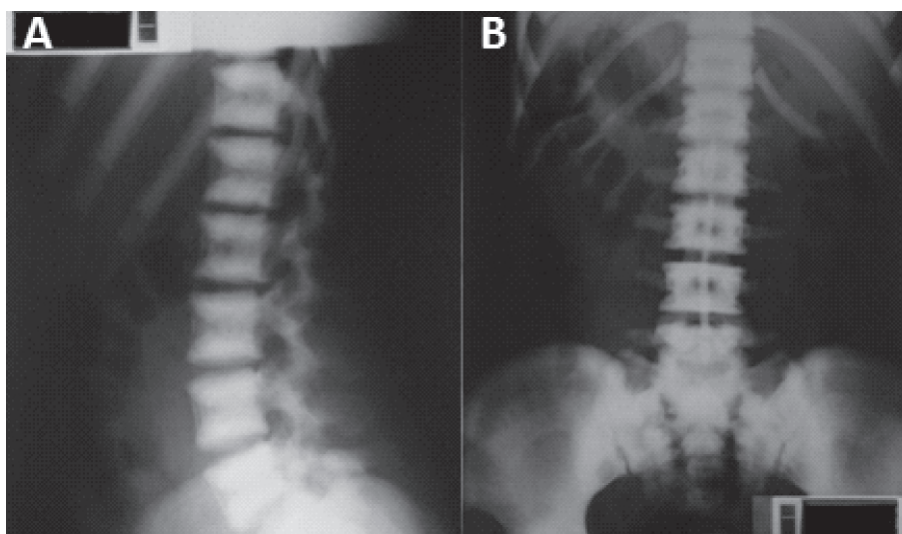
Radiografía de columna lumbar. A) Vista lateral y B) AP. Imagen de vértebra en sándwich o "Ruger Jersey".
